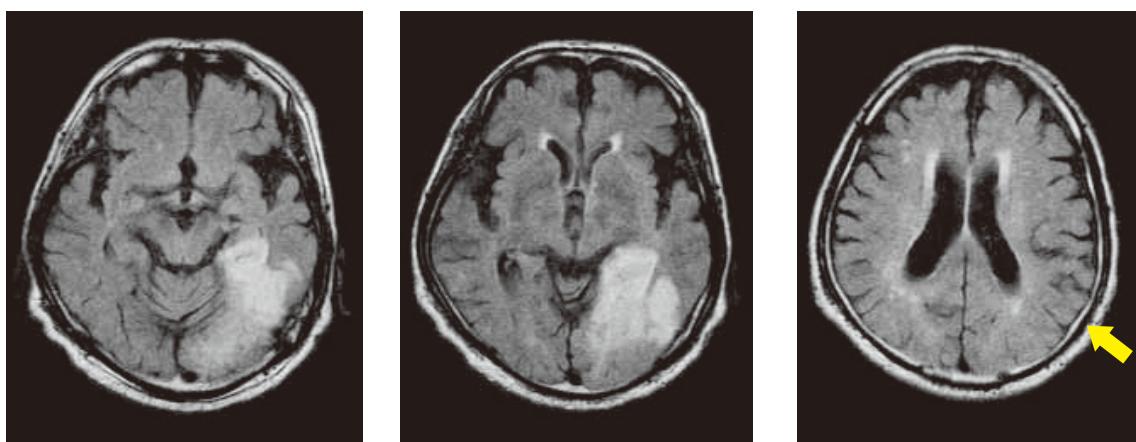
頭部磁気共鳴画像(MRI)の FLAIR 像(TR 6100, TI 2100, TE 120)。
